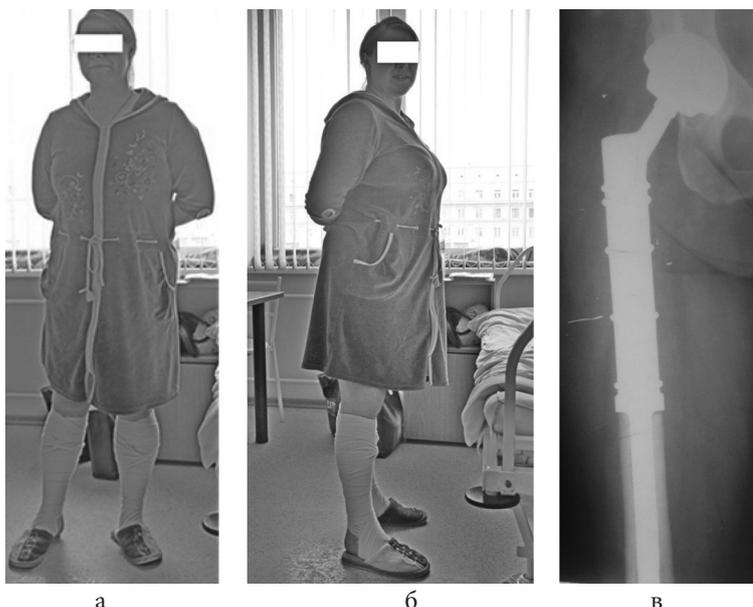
Фото пациентки при выписке на 14 сутки после операции (а, б); в – рентгенограмма через год после операции.
